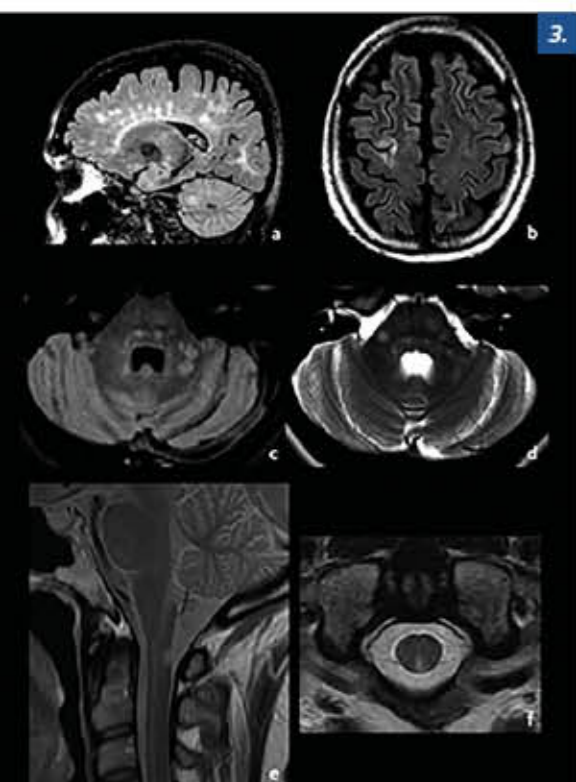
As sequências FLAIR (a e b) são as mais utilizadas para a detecção de placas desmielinizantes da EM, uma vez que permitem observar a forma ovalada das lesões, com orientação perpendicular à superfície ependimária (a). Também possuem boa sensibilidade para identificar lesões justacorticais e eventual acometimento cortical (b). Na região infratentorial (c e d), porém, as sequências ponderadas em T2 (d) são mais sensíveis para a caracterização dessas lesões, na medida em que possibilitam detectar um número maior de lesões e com menos artefatos em relação à sequência FLAIR (c). Na medula espinhal, a sequência ponderada em densidade de prótons (e) é a mais sensível para a identificação das lesões desmielinizantes. Os cortes axiais (f) mostram-se importantes para detectar as localizações mais típicas de lesões de EM, geralmente pequenas e com localização excêntrica, na secção transversa.
